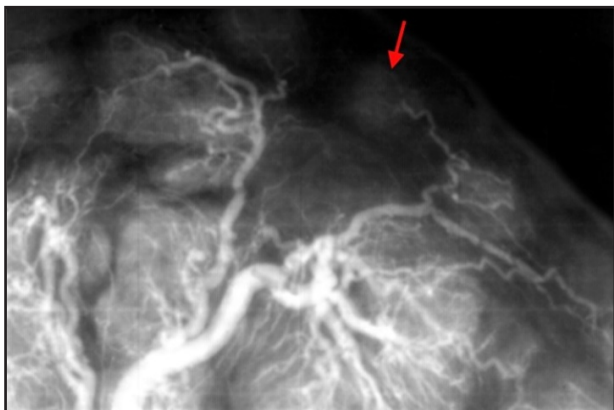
Фрагмент рентгенофлебограммы краевой части плаценты. Отсутствие контуров котиледона и контраста в центральных, парацентральных и краевых внутрикотиледонных сосудах (указан стрелкой). Слабо визуализируется дренирующая его вена. Женщина с обострением моно-ЦМВИ во втором триместре беременности. ХСПН. Контрастирование: свинцовый сурик на олифе (1:3).
